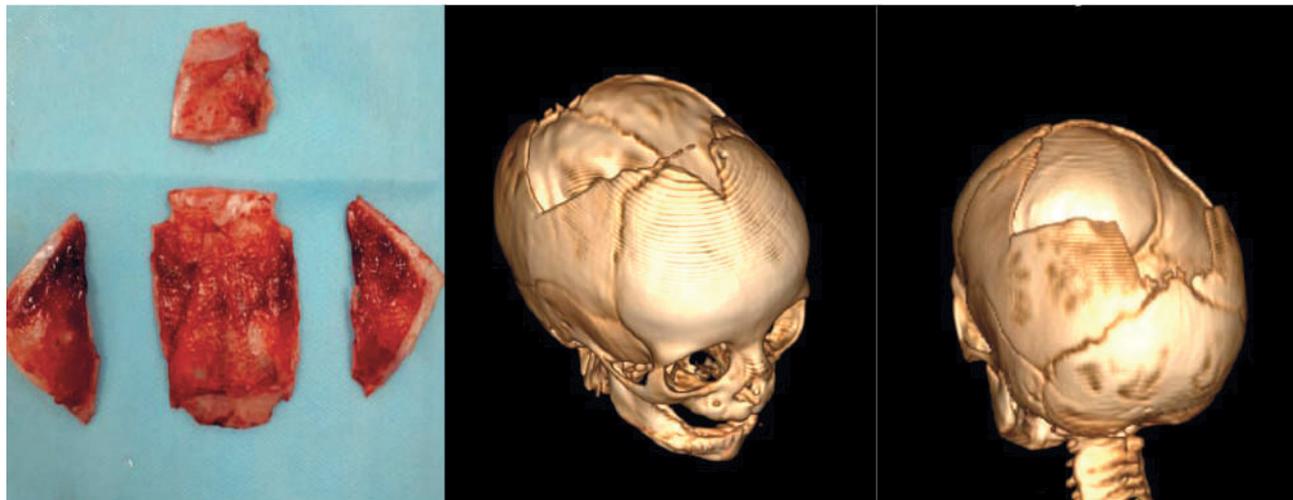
Фрагменты удаленных костей (лоскутов); КТ костей черепа с 3-D реконструкцией
